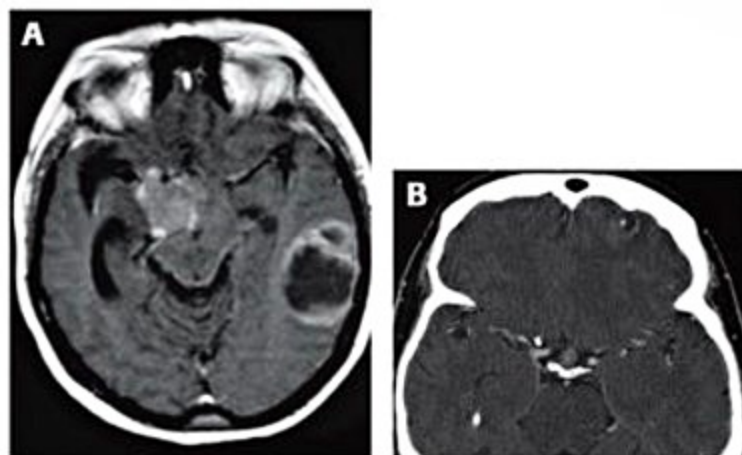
(A) Axial T1 pós-contraste: lesões metastáticas de carcinoma de mama. (B) Tomografia computadorizada pós-contraste: metástase em haste hipofisária.
